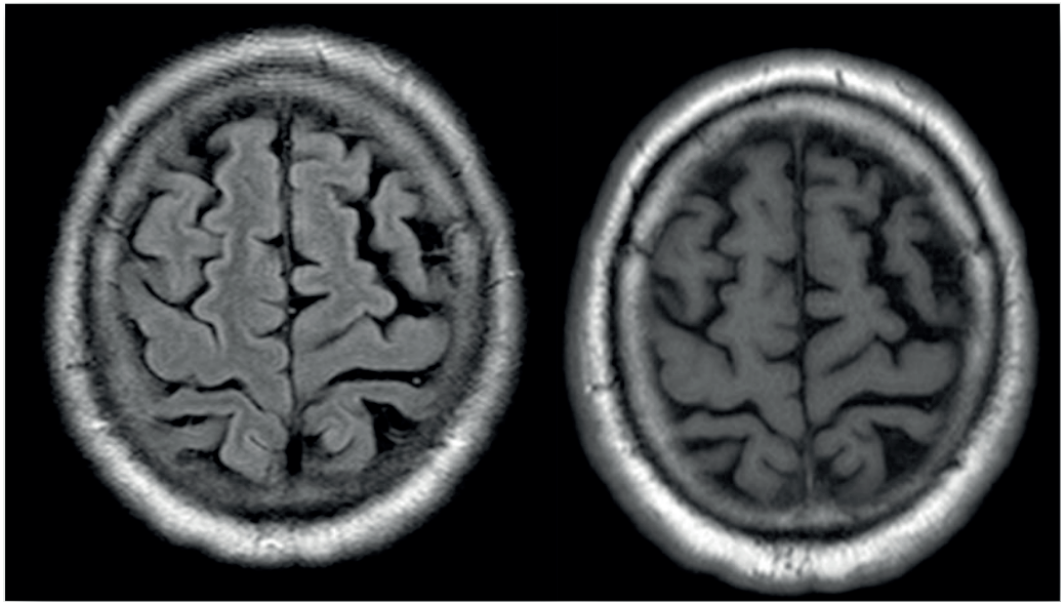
MRI of the Brain, FLAIR (A) and T1-weighted (B): asymmetric parietal atrophy, greater to the left.
